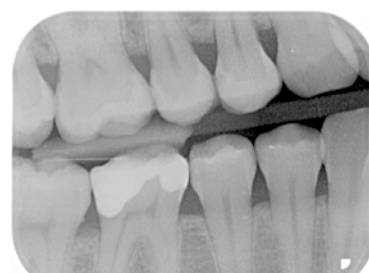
Radiographie biteewing du côté droit
